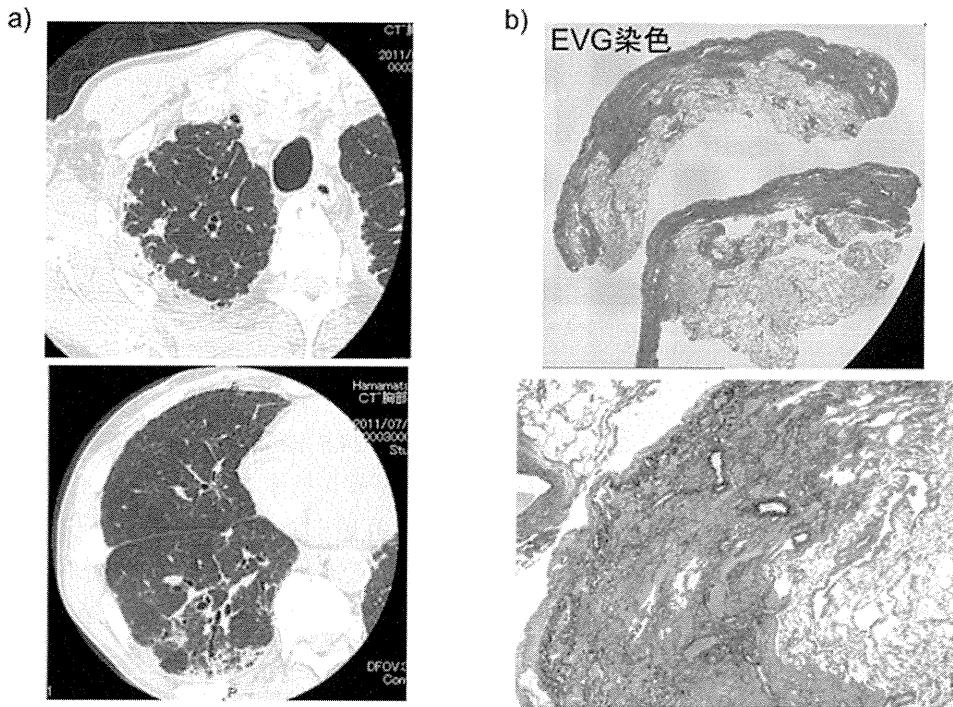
症例3の胸部CT所見a)およびElastica-van Gieson (EVG)染色による外科的肺生検組織b).
